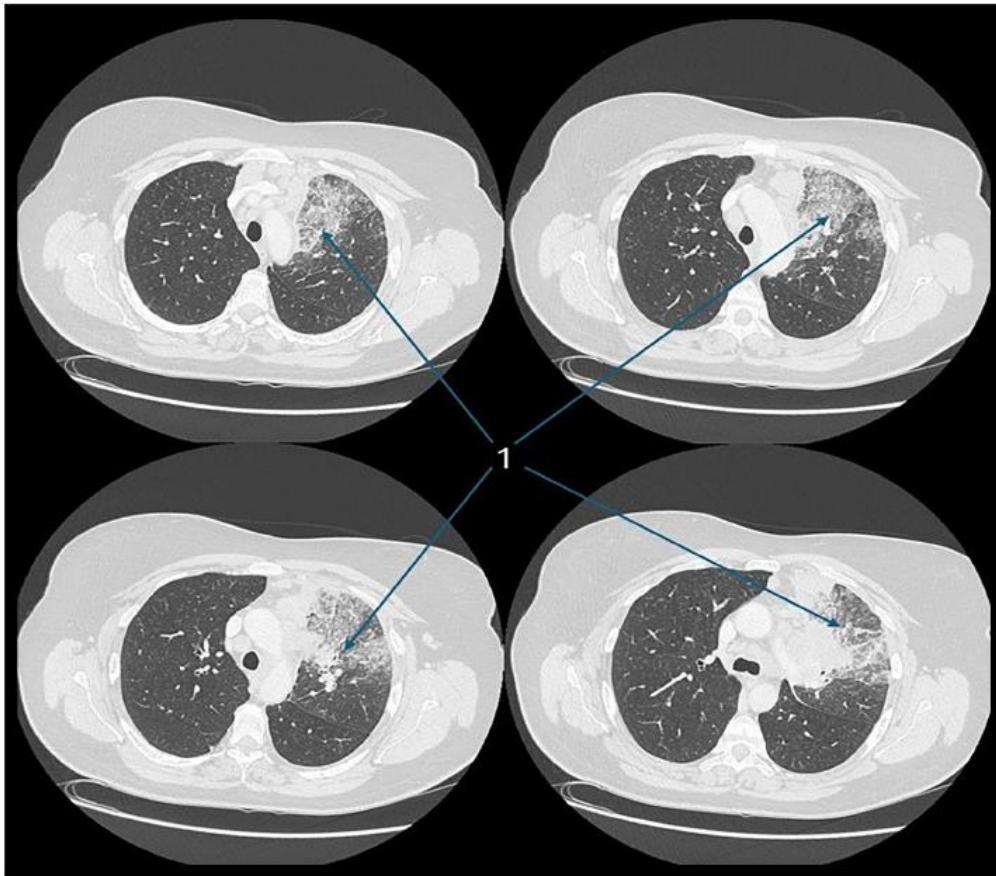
Chest CT. A spiculated tumor in the left lung hilum (1).
